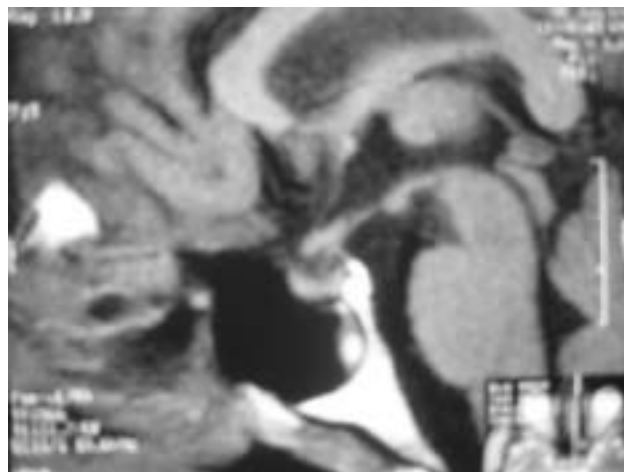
RM donde se observa la resección subtotal de la tumoración.
